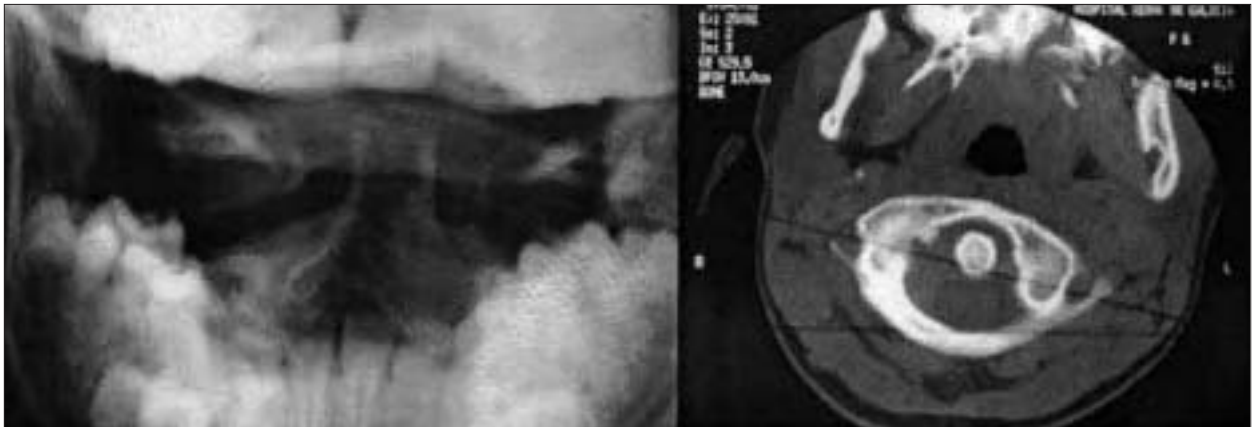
Radiografía transoral y TC cervical.
